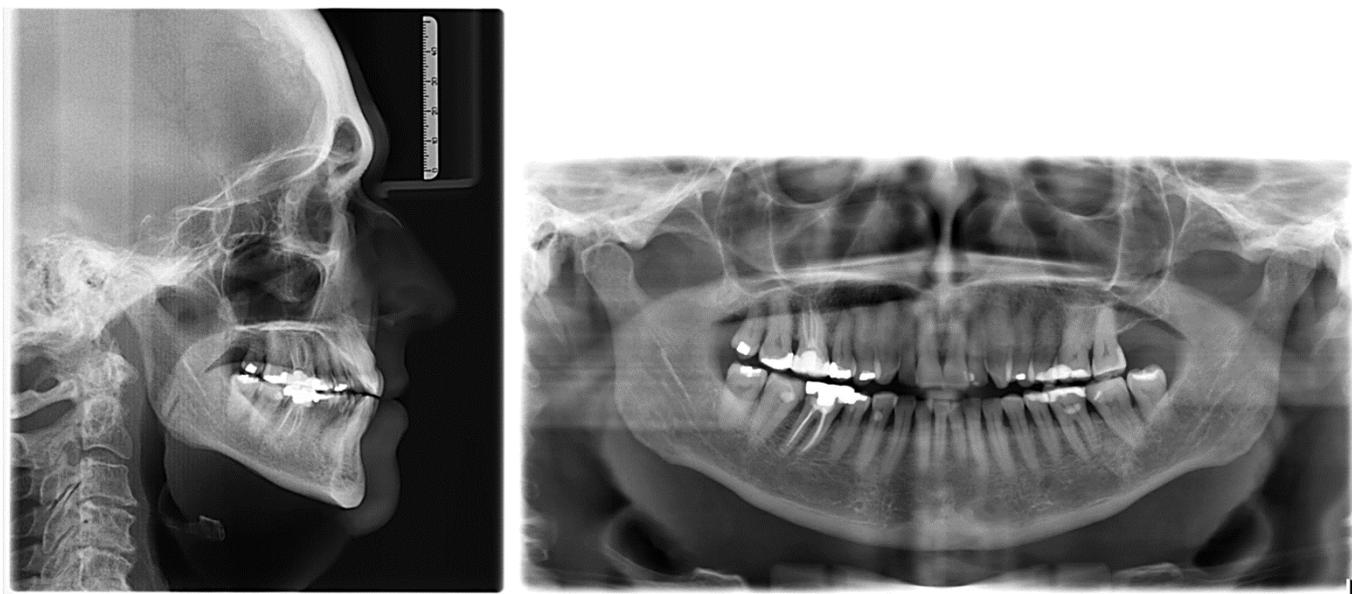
A. Telerradiografia de perfil. B. Radiografia panorâmica.
